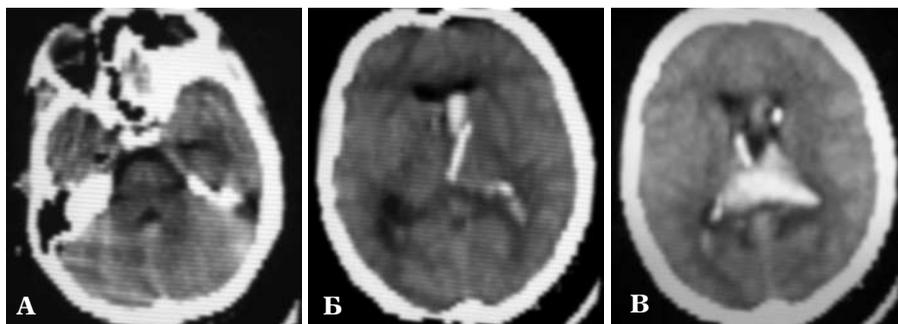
КТ головного мозга той же больной от 10.11.06. Результат вентрикулярного фибринолиза: дифференцируются IV (А) и боковые желудочки (Б, В), тени дренажей в III и левом боковом желудочках (Б, В).
